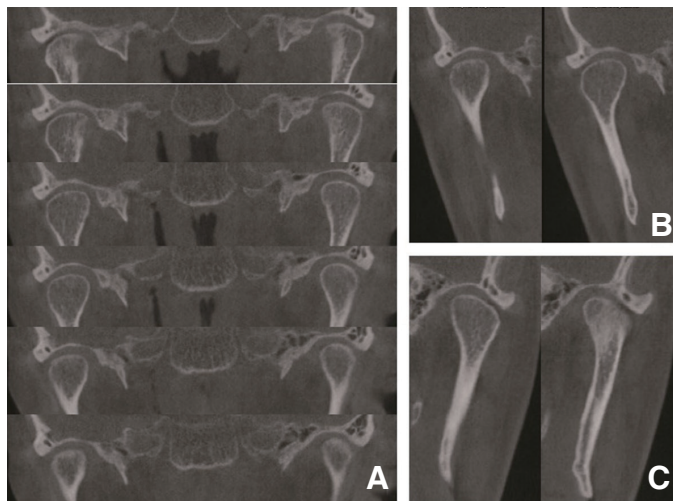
Computed tomography images for temporomandibular joint. There are no signs of osteoarthritis. (A) Coronal view, (B) Axial view of right temporomandibular complex, (C) Axial view of left temporomandibular complex.
